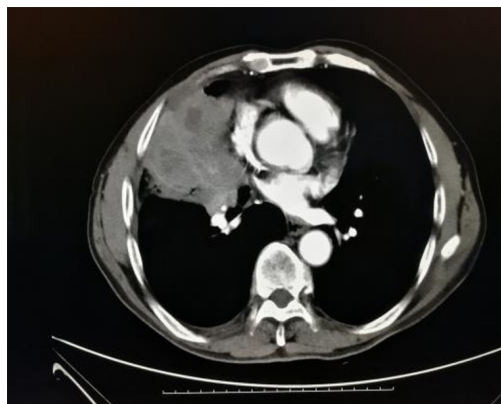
CT显示右肺中叶可见一团块状软组织密度影, 邻近胸膜牵拉, 增强可见不均匀强化
